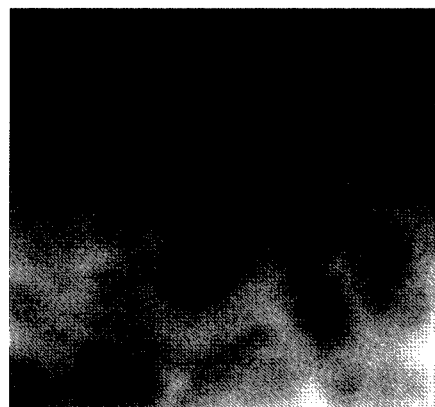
Transcranial radiograph shows flattening of the condylar head and articular eminence.
